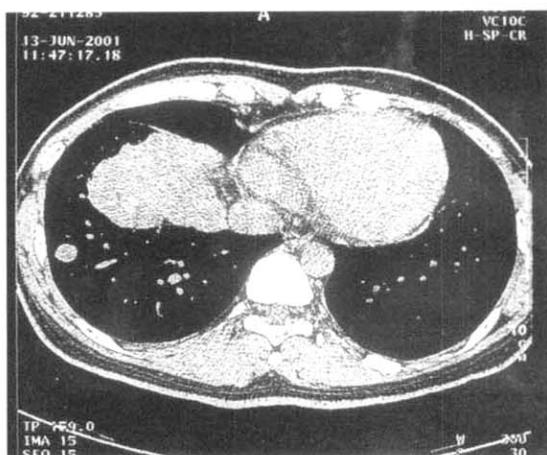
Chest CT scan(before excisional biopsy): A huge irregular marginated mass (5×5×4cm) was observed in the right lower lung field. There are multiple metastatic nodules in both lungs.
